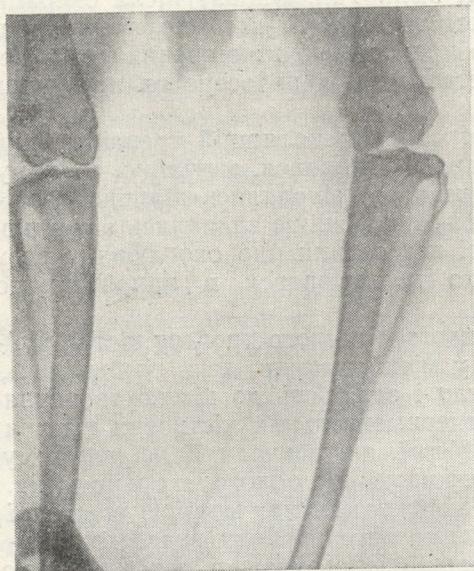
Рентгенограма кролика № 63. Через 8 міс. після початку «лікування» радіоактивним фосфором і 15 міс. після початку дослідження. Навколо первинного осередку видно склеротичні зміни. Фото.
